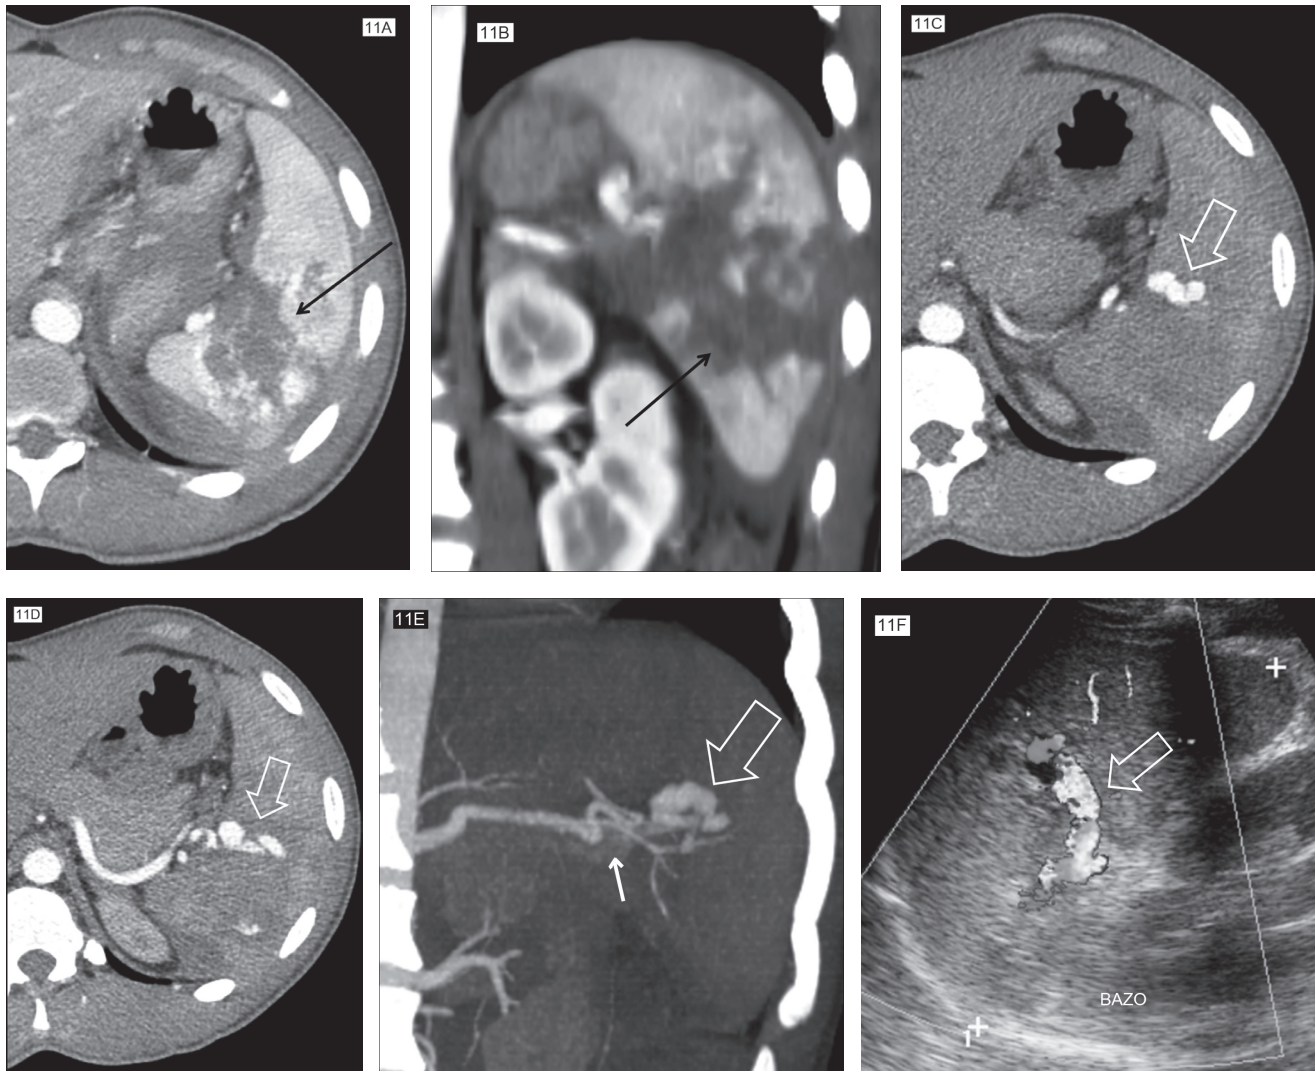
Masculino de 16 años que fue golpeado durante su captura y confesión de feminicidio. Imagen transversal (a) y reconstrucción coronal (b) de la fase portal obtenida el día de ingreso: demuestra sangre periesplénica y una fractura parenquimatosa en el polo medio (flechas). Imágenes transversales [(c) unos mm por encima de (d)] y reconstrucción coronal en máxima intensidad de proyección (e) de la fase arterial en un estudio de control realizado 5 días después demuestran una imagen serpentina isodensa a la aorta (flechas huecas) con retorno venoso temprano (flechas cortas). Imagen del ultrasonido con Doppler color (f) demuestra a la estructura vascular con flujo turbulento en su interior la cual fue compatible con una fístula arteriovenosa.
